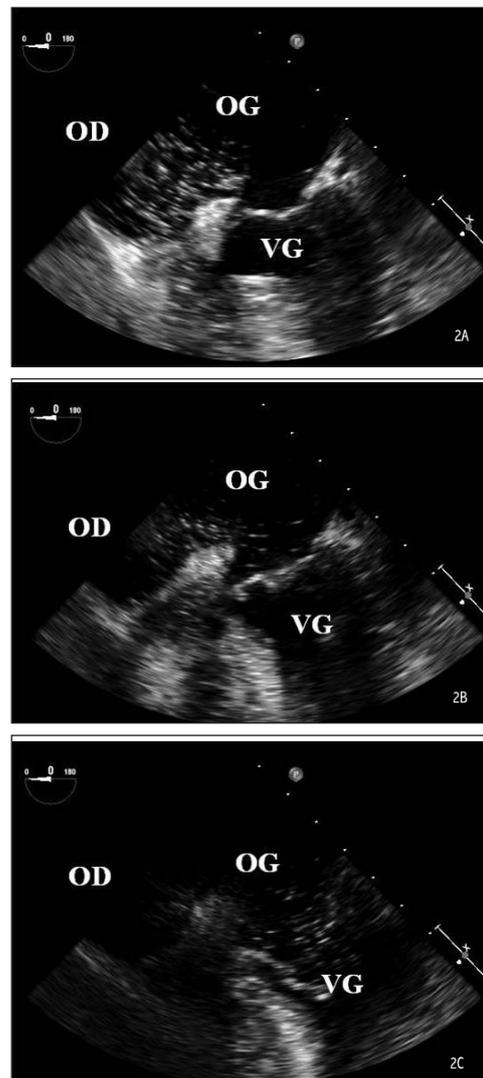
Échographie cardiaque transoesophagienne, réalisée au lit de la patiente, coupes à 0°, séquence rapide de 3 images se suivant de moins de 3 battements cardiaques dans le temps. Injection de bulles salines par un cathéter veineux, apparaissant dans l'oreillette droite sur l'image A. On constate un rapide passage du contraste salin vers l'oreillette gauche sur l'image B. Présence clairement établie des bulles salines dans le compartiment gauche sur l'image C. Réalisé sous manœuvre de Valsalva, l'examen confirme le shunt droit-gauche visualisé au Doppler. OD : oreillette droite. OG : oreillette gauche. VG : ventricule gauche.
